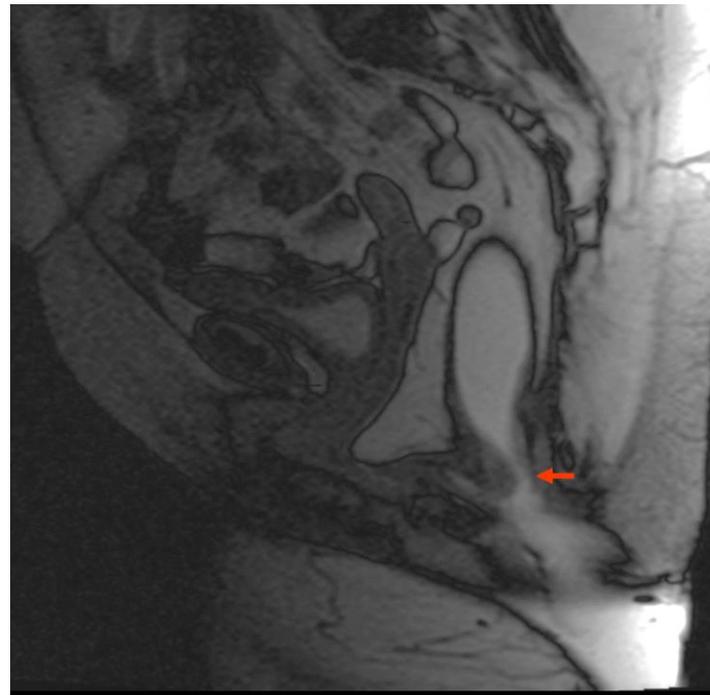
Defecografia por RM mostrando intussuscepção retal obstrutiva, impedindo a evacuação completa. Nota-se estreitamento retal causado pela intussuscepção (seta laranja).
